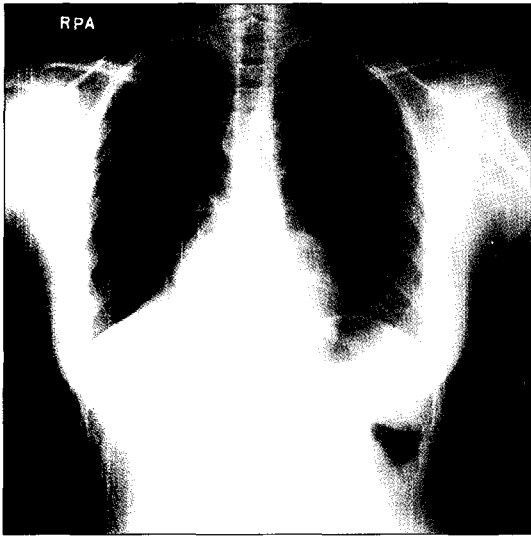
Chest X-ray: Combined atelectasis of right middle and lower lobe.
